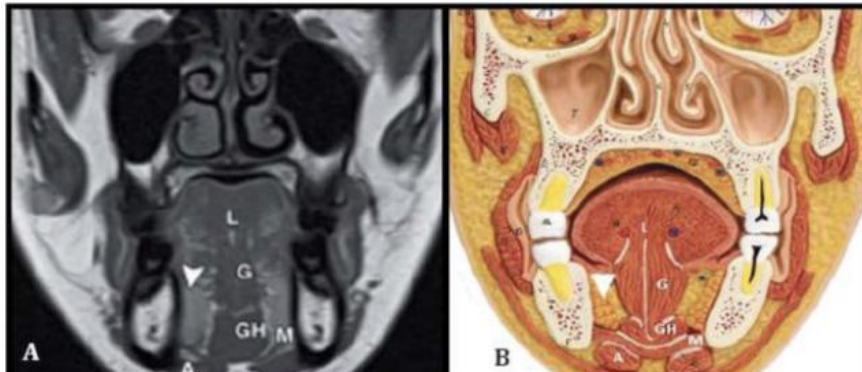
RM en T1 corte axial de piso de boca.
